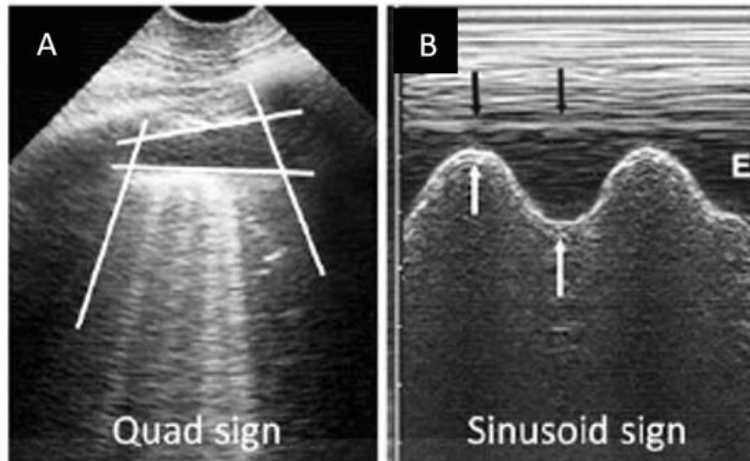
Ecografía del derrame pleural. A: signo del cuadrilátero en modo B. B: signo del sinusoides en modo M⁵.
